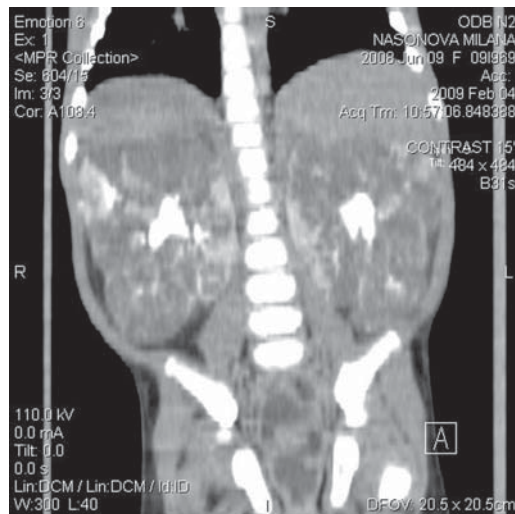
КТ с контрастированием больной Н., 8 мес: поликистоз почек, печени, поджелудочной железы.
